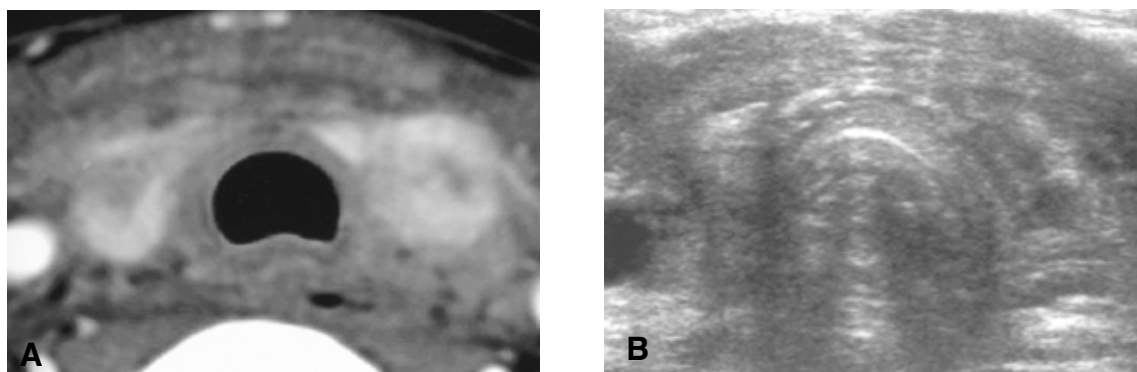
(A) Initial neck CT shows bilateral very large thyroid masses replacing normal thyroid tissue. (B) post-radiation neck CT shows bilateral atrophy of the thyroid gland.
